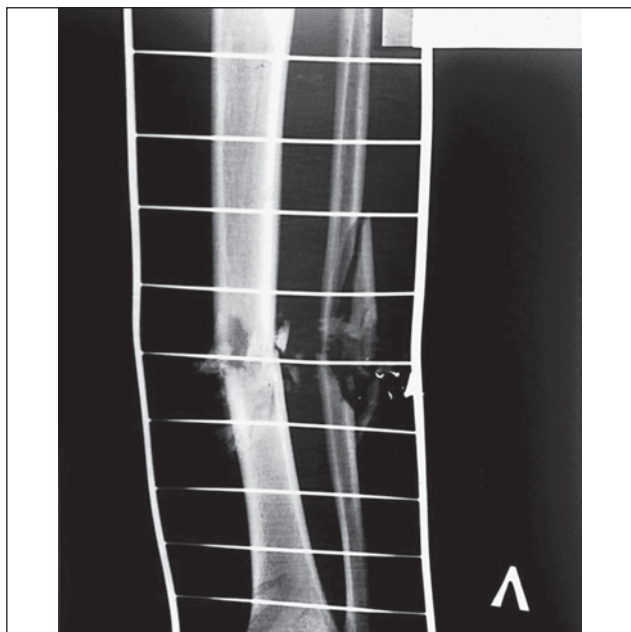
Рентгенограмма левой голени при поступлении в стационар
